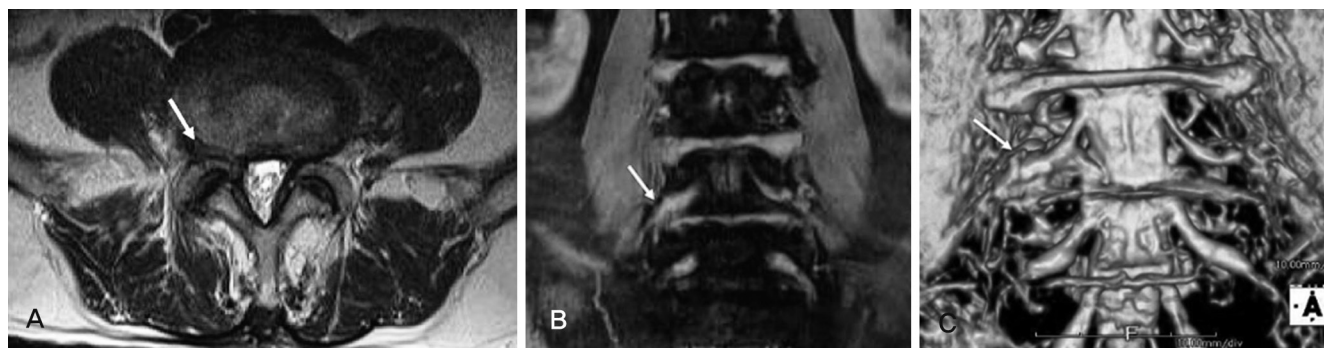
Comparison of conventional MRI axial view and Proset coronal view, extraforaminal herniation extended to the foramen at L5-S1. (A) Axial T2-weighted image shows left extraforaminal disc herniation with extension to foramen at L5-S1. (B,C) Swelling of the L5 nerve root (arrow) on Proset coronal view and 3D MR radiography is seen.Fig. 3. Comparison of conventional MRI axial view and Proset coronal view of right extraforaminal herniation at L4-5. (A) Axial T2-weighted image shows contact of disc material with the right L4 exiting nerve root. The nerve root is in the normal position and is not dorsally deviated. (Pfirrmann stage 1). (B,C) Swelling and compression of the right L4 exiting nerve root (arrow) between disc material and surrounding structure on Proset coronal view and 3D MR radiography is seen (Pfirrmann stage 3).
